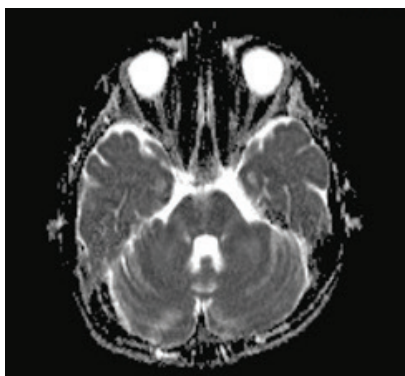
МРТ головного мозга в аксиальной проекции в режиме ADC: отмечается снижение измеряемого коэффициента диффузии на уровне ножек
